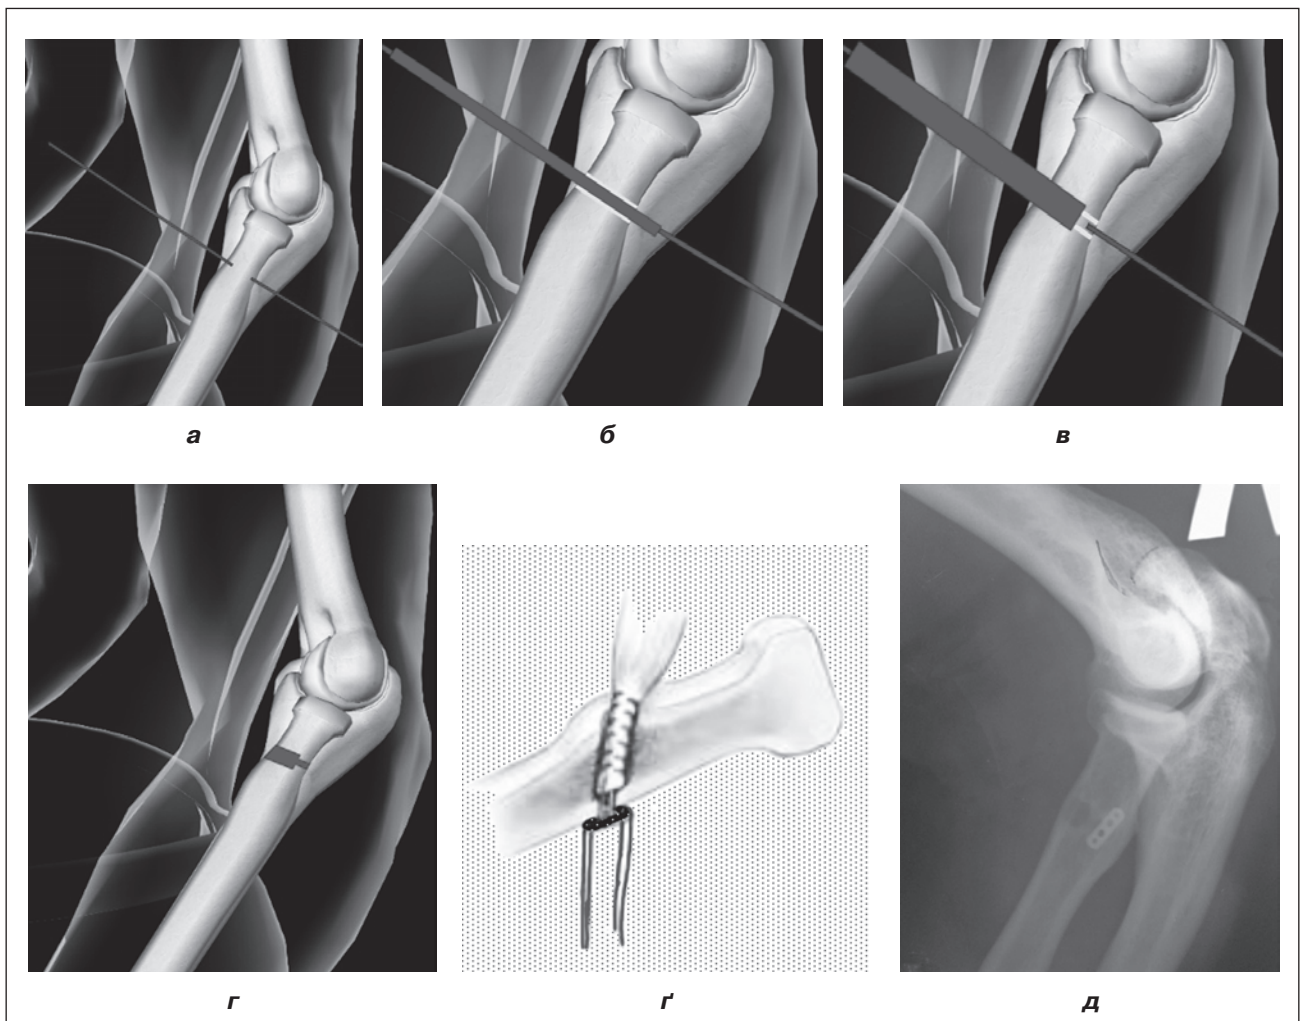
Оперативна техніка відновлення сухожилка біцепса: а) вибір точки фіксації, проведення спиці; б) формування каналу 4 мм по спиці канюльованим свердлом; в) формування більш широкого каналу до другого кортикального шару; г) сформовані канали; е) закладання ендобатона з розворотом і фіксацією сухожилка; д) контрольна рентгенографія
